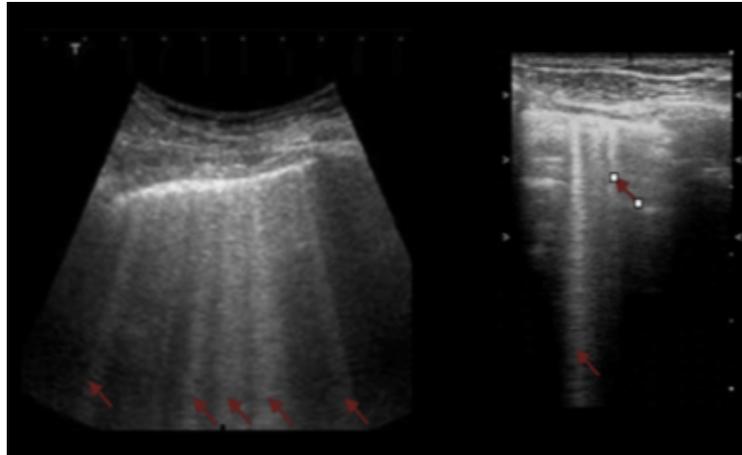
Imagen de ultrasonido con transductor convexo y lineal en escala de grises presentando con las flechas de color rojo las líneas B.
